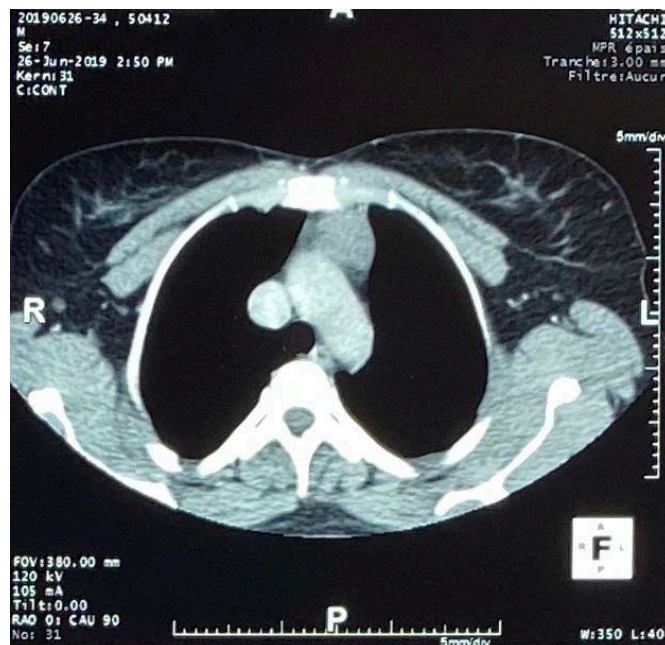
TDM thoracique montrant une masse médiastinale antérieure.
